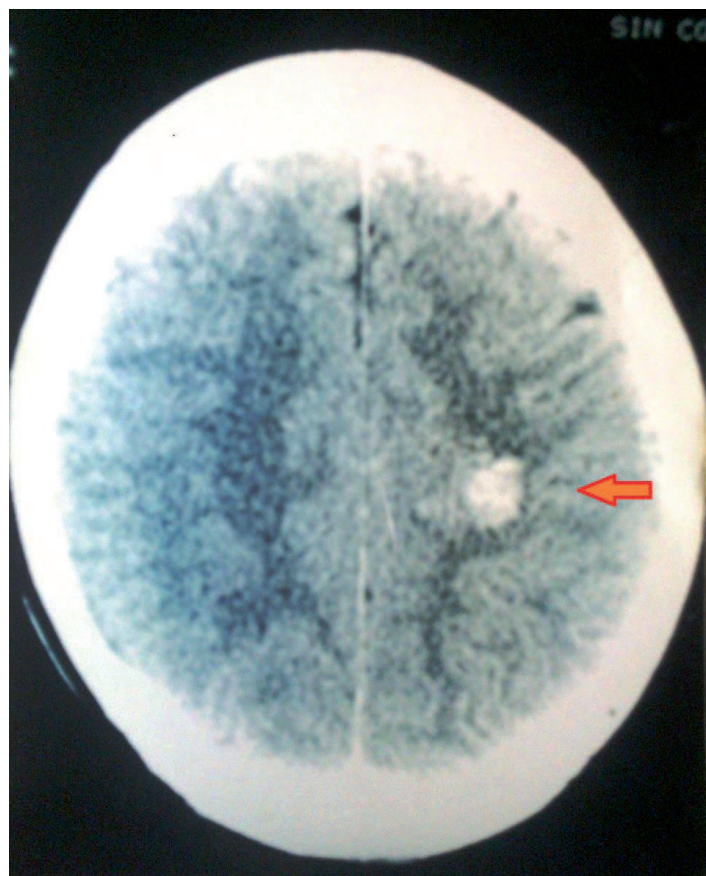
TAC de cerebro simple que muestra imagen hiperdensa parietal izquierda.
